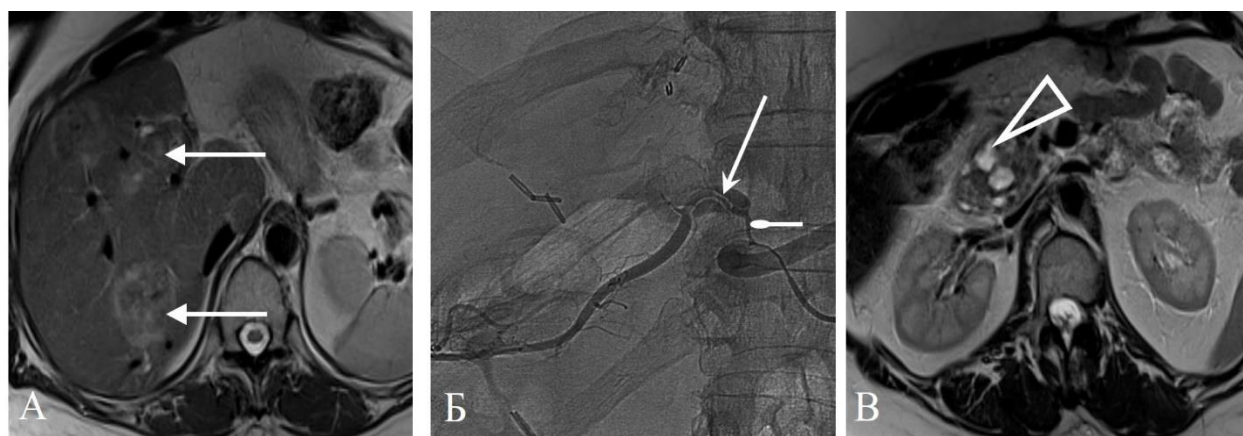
Тот же пациент. МРТ-контроль через 11 мес. после первой ТЛЛНМ (А) показывает свежие очаги в печени (стрелки). Данные ангиографии (Б): во время второй ТЛЛНМ дистальнее катетера 5Fr развился спазм (круглая стрелка) и спиралевидная диссекция правой печеночной артерии (острая стрелка). На Т2ВИ (В) через 8 нед. после попытки второй ТЛЛНМ выявлена псевдокиста головки поджелудочной железы
